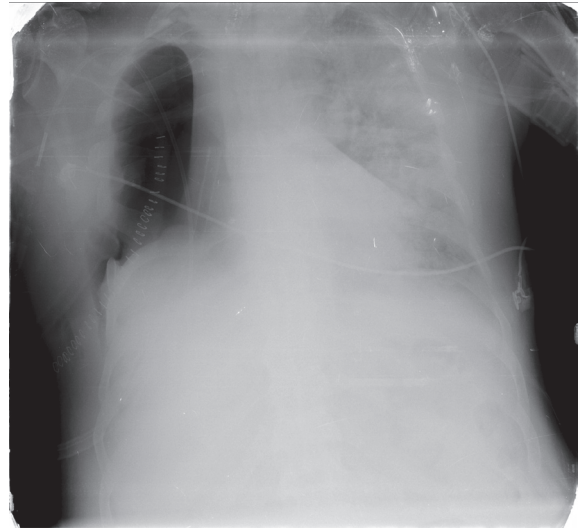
Hastanın YBÜ'ye yatıştaki PA akciğer grafisi ve sol akciğerde infiltrasyon mevcuttur.
